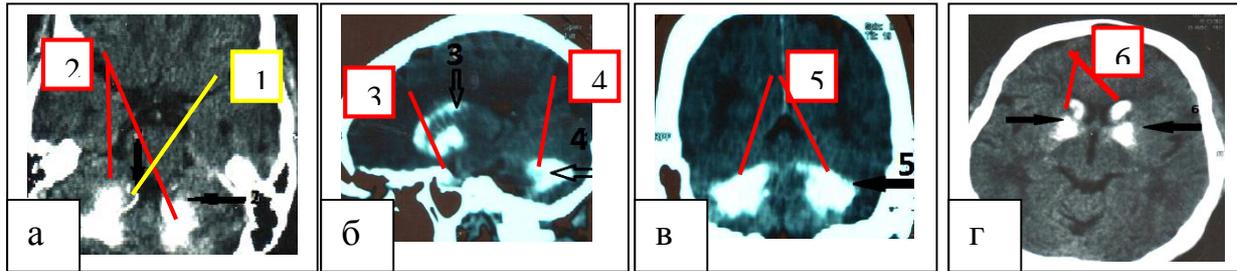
Пациентка Б., 62 лет КТ-сканы - симметричная кальцификация структур головного мозга: а) симметричное обызвествление в области ядер мозжечка(2) и ветвей верхней мозжечковой артерии (1); б) обызвествление области таламуса(3) и ядер мозжечка(4); в) симметричное обызвествление в области ядер мозжечка(5); г) симметричная кальцификация в области хвостатого ядра и в ядрах таламуса (6).
